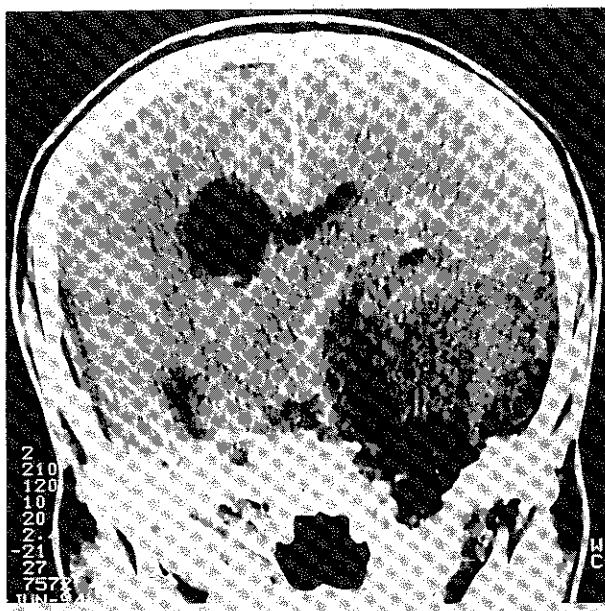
Preoperative CT scan shows well encapsulated tumor in the left middle cranial fossa which extended into the extracranial parapharyngeal space.
